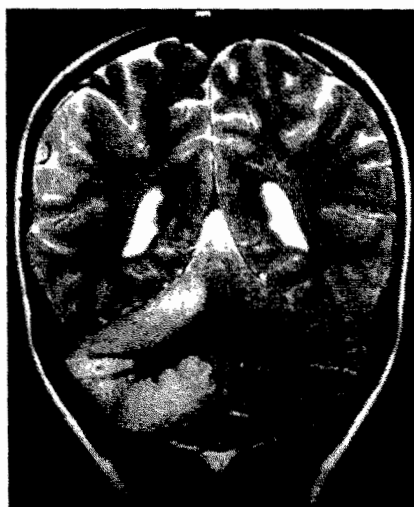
RM craneal, corte coronal, secuencia en T₁ con gadolinio donde se observa edema e intensa captación en el córtex del hemisferio cerebeloso derecho.
